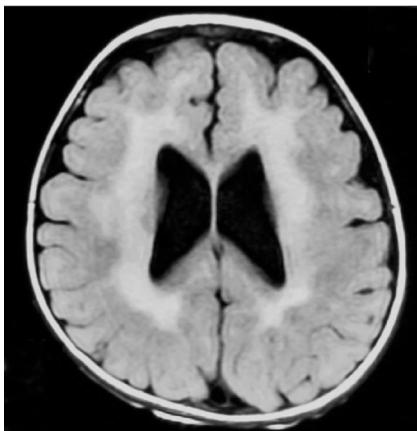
水平向侧脑室水平颅脑MRI(T1相)显示大脑皮层增厚,脑回少而呈鹅卵石样外观,脑白质发育不良,双侧侧脑室增大。
